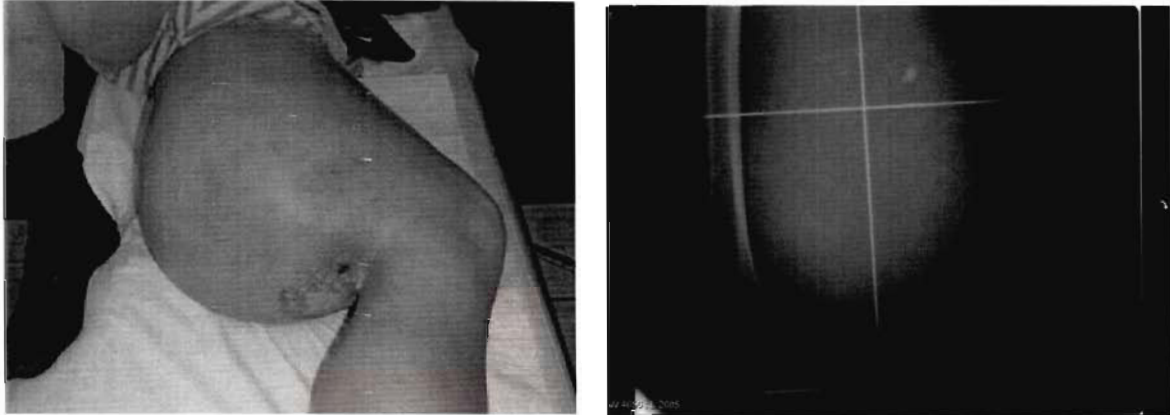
(cas 10) : Photographie du patient et radiographie de la cuisse gauche de profil
